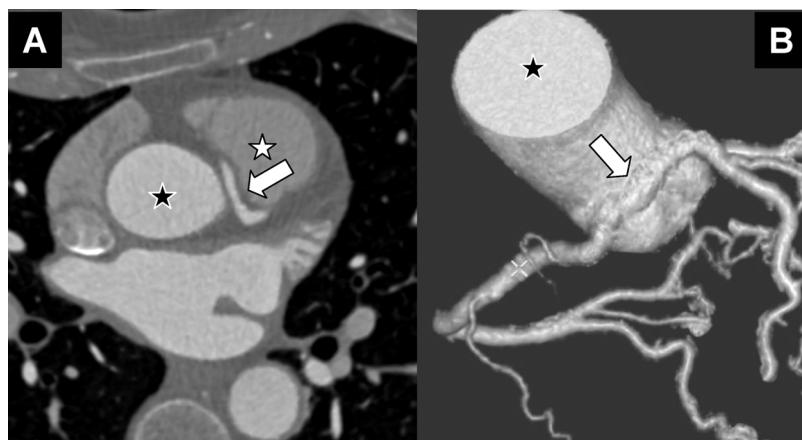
Images tomographiques axiale (panel A) et volumique (panel B) avec passage de l'artère coronaire gauche (flèche blanche) devant l'aorte (étoile noire) et derrière une structure pulmonaire (étoile blanche).
